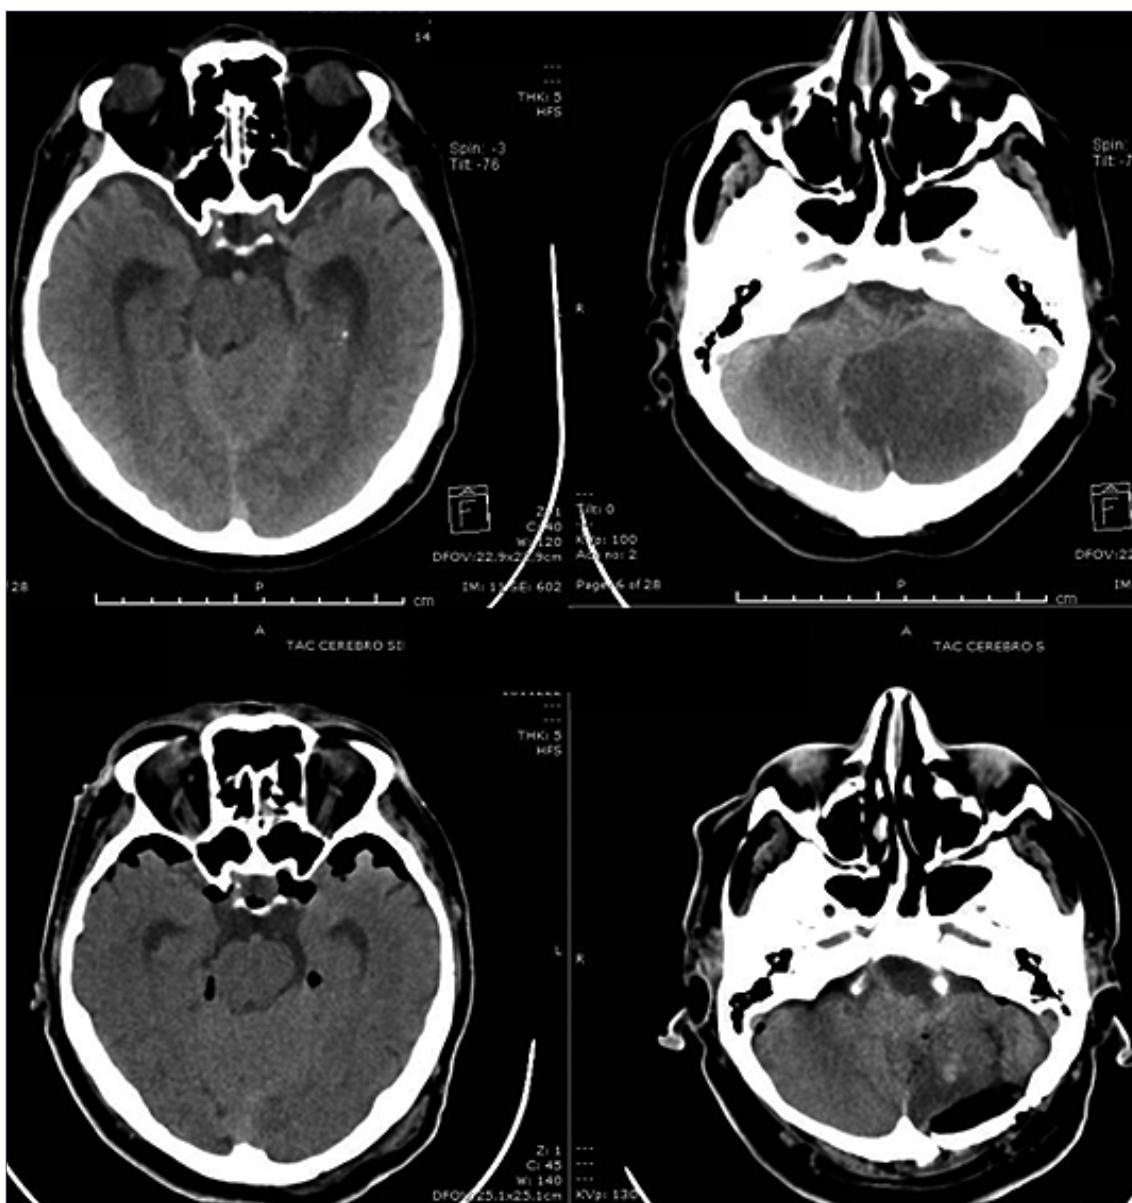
Tomografía computarizada (TC) cerebral en paciente con infarto cerebeloso con efecto de masa. Cortes axiales en ventana parénquima que muestran hipodensidad extensa en hemisferio cerebeloso derecho, con borramiento de surcos, colapso parcial del cuarto ventrículo y signos de compresión de tronco encefálico. Se evidencia desviación de estructuras de línea media posterior y compromiso del espacio subaracnoideo basal e imágenes postoperatorias que evidencias descompresión de tronco y realineamiento de línea media.
